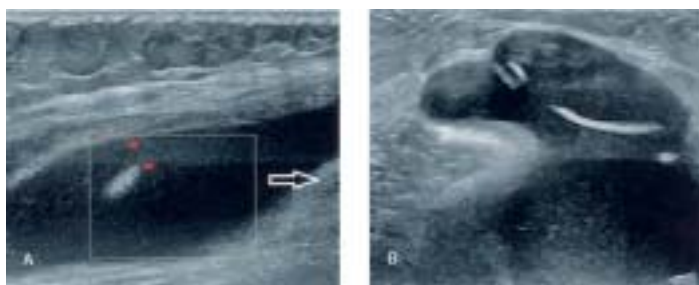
Sonografie des Kniegelenks bei Arthritis: A) suprapatellarer Längsschnitt: ausgedehnter echofreier Gelenkerguss Grad III, geringe Synovialhypertrophie Grad 1 (weisser Pfeil), powerdopplersonografisch dargestellte Hyperperfusion Grad 1 (orange-rot); B) dorsaler Transversalschnitt: dorsale Baker-Zyste
